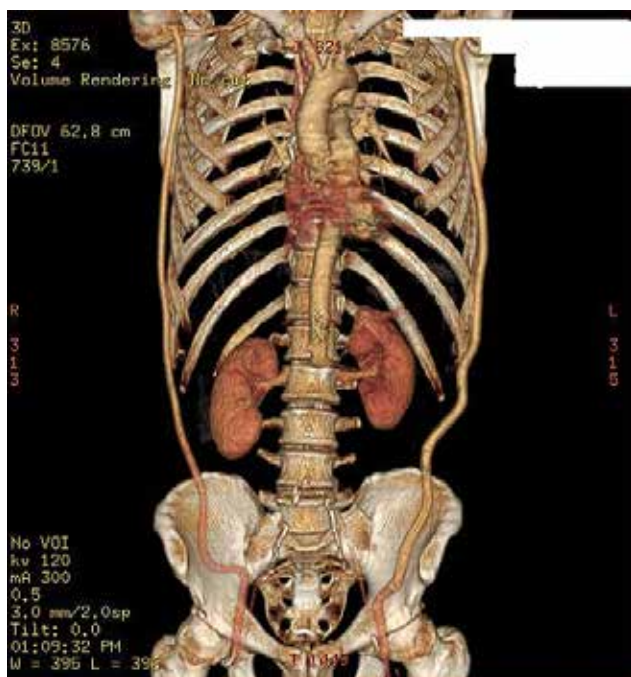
МСКТ пациента после лигирования брюшной аорты, двустороннего подключично-бедренного протезирования
